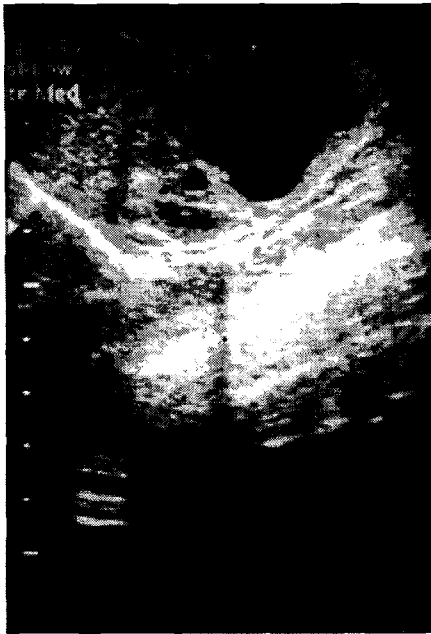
A. Preoperative ultrasonogram shows normal renal parenchyma in the upper pole and severe hydronephrosis in the lower pole. B. Ultrasonogram performed after seven months following the surgery shows decreased hydronephrosis in the lower pole of right kidney.
